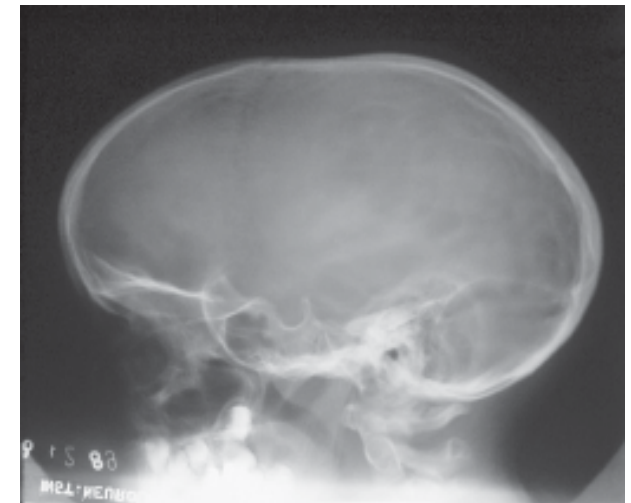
Radiografía lateral del cráneo donde se observa escafocefalia.
